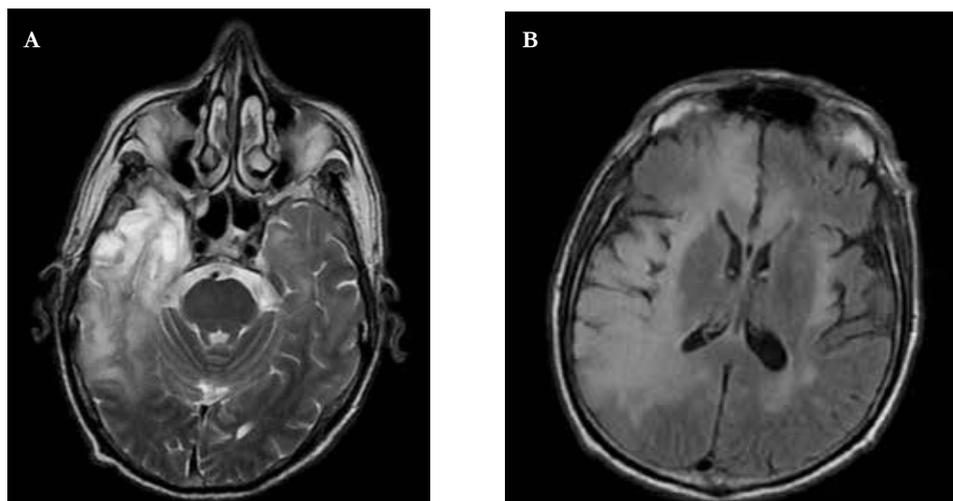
Caso 1 Corte axial de RMN en secuencia T2 (A) y FLAIR (B) hiperintensidad temporal y parietal derecha con edema perilesional.
